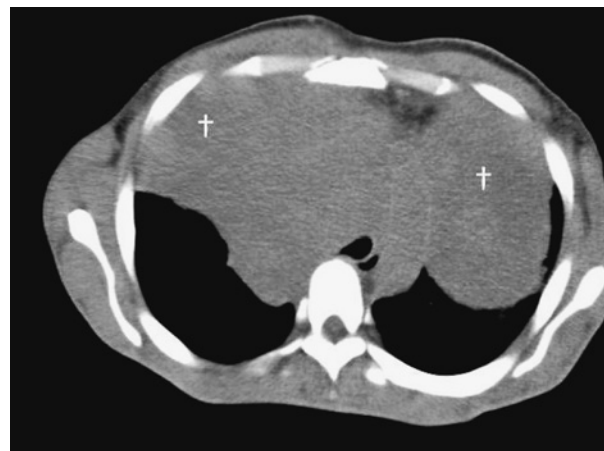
来院時胸部単純 computed tomography (CT)
